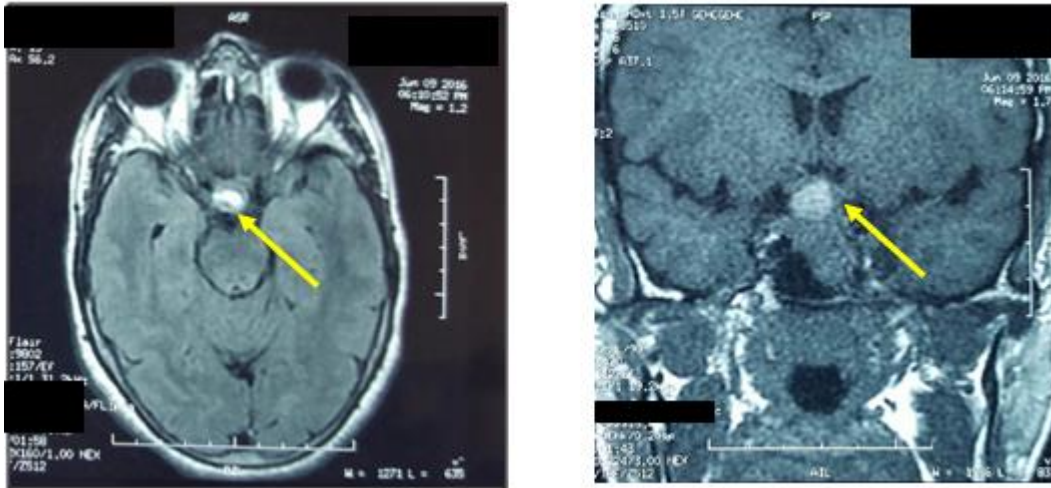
Coupes frontales et coronales de l'IRM HH qui montre la présence d'un macroadénome hypophysaire avec extension supra sella et envahissement des 02 sinus caverneux chez un patient acromégale (Service de Radiologie CHU Hassan II Fès).
